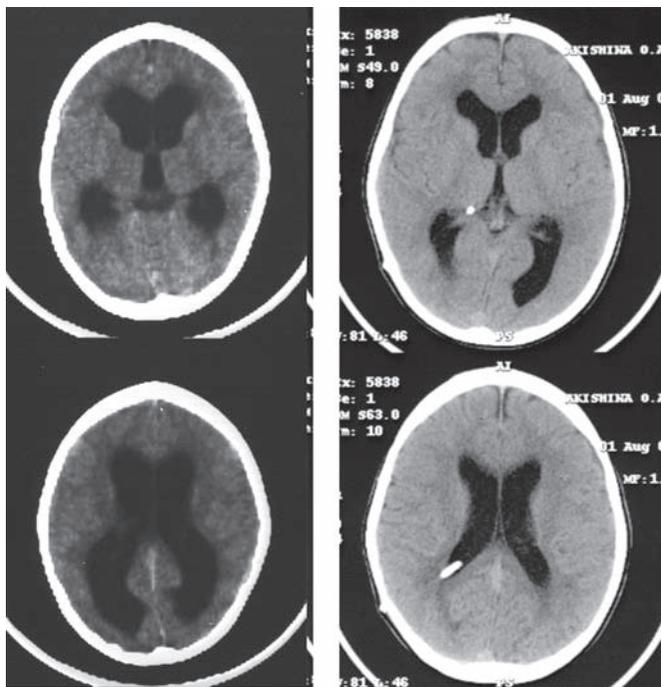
Посттравматическая гидроцефалия. КТ, аксиальные срезы. Слева — до операции, справа — после вентрикулоперитонеального шунтирования: уменьшение в размерах боковых желудочков, исчезновение перивентрикулярного отека; отчетливое клиническое улучшение.
